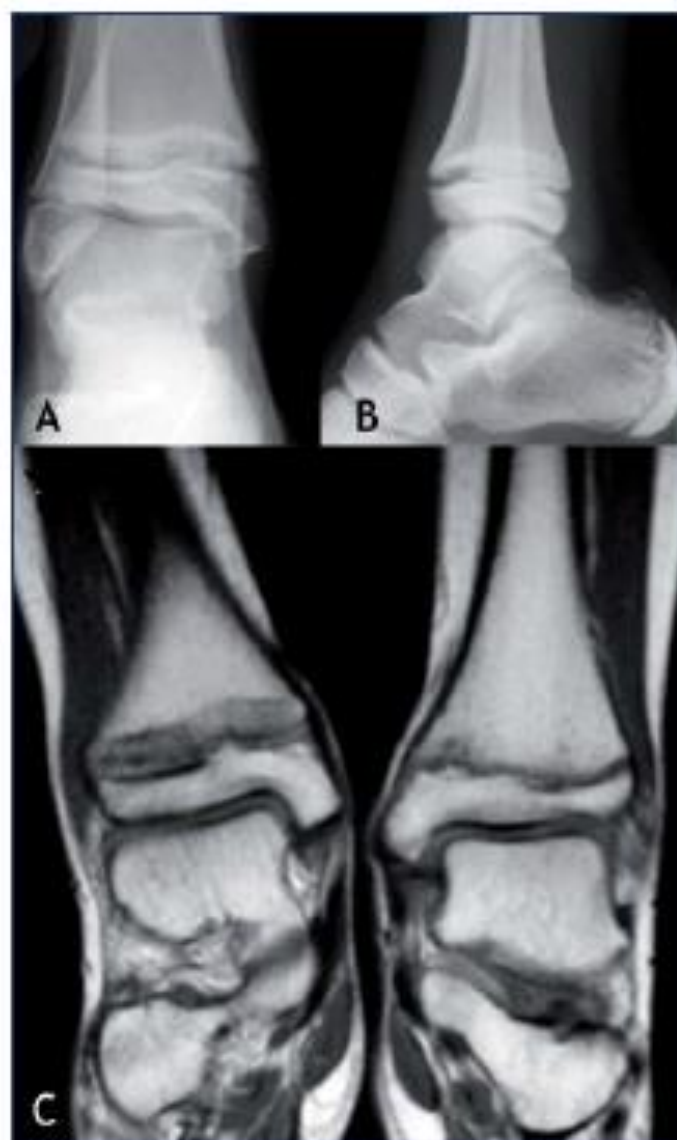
(A-B) Radiografía AP y lateral de epifisiólisis crónica de tobillo tipo I en varón de 10 años jugador de fútbol (C) La RNM que muestra una anchura significativa de la fisura
